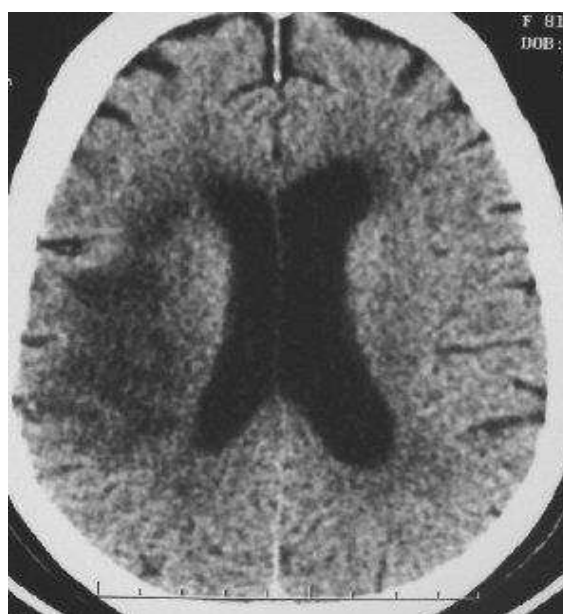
TDM sans injection de produit de contraste avec hypodensité dans le territoire de l'ACM droite (AVC constitué)
